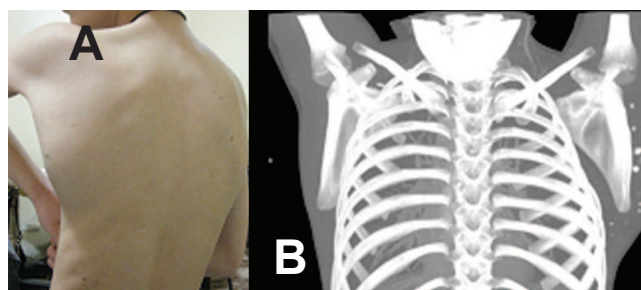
Хлопчик П., 8 років. Венозна мальформація аксиллярної ділянки, рецидив після хірургічного видалення. А – фото, В – КТ (стрілками вказані флеболіти)
